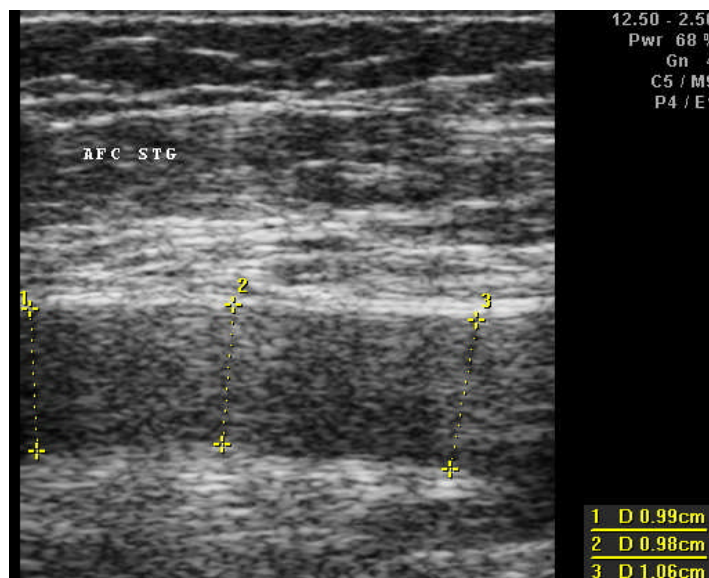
Diametrul ecografic al AFC stângi la terminare este de 10,6 mm, iar la origine de 9,9 mm, la terminare fiind mai mare cu 0,7 mm (sex masculin).
